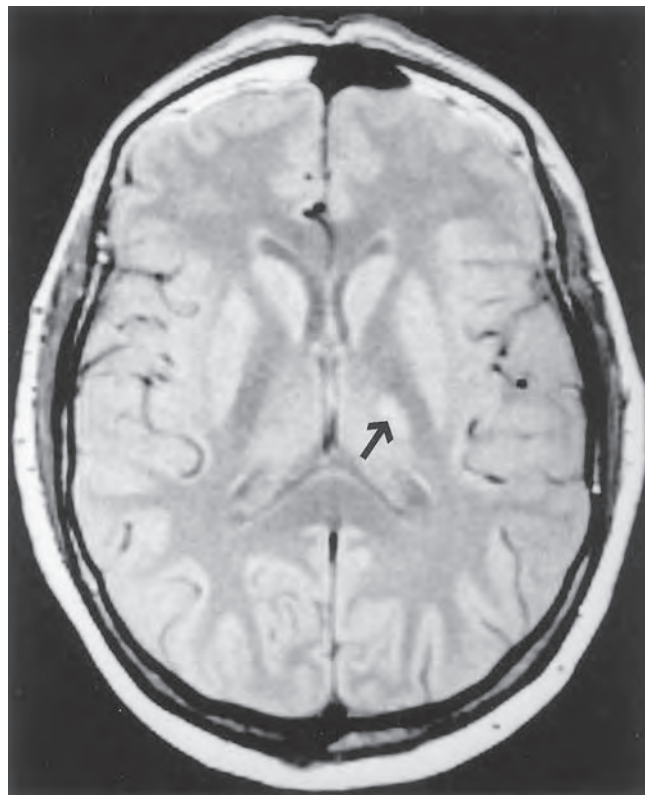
Imagen de resonancia magnética de densidad de protón de un infarto (flecha) en el territorio talámico lateral.
